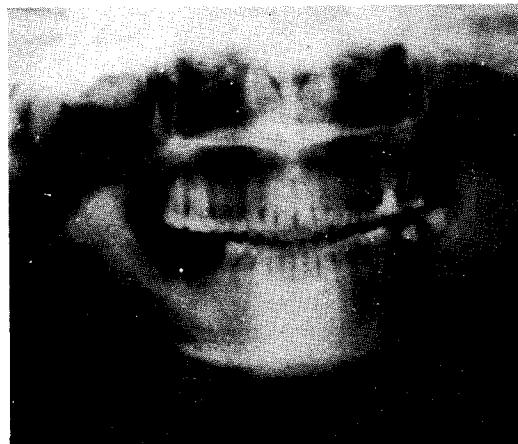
Panoramic radiograph showing relatively circumscribed osteolytic bony lesion on the left body.
